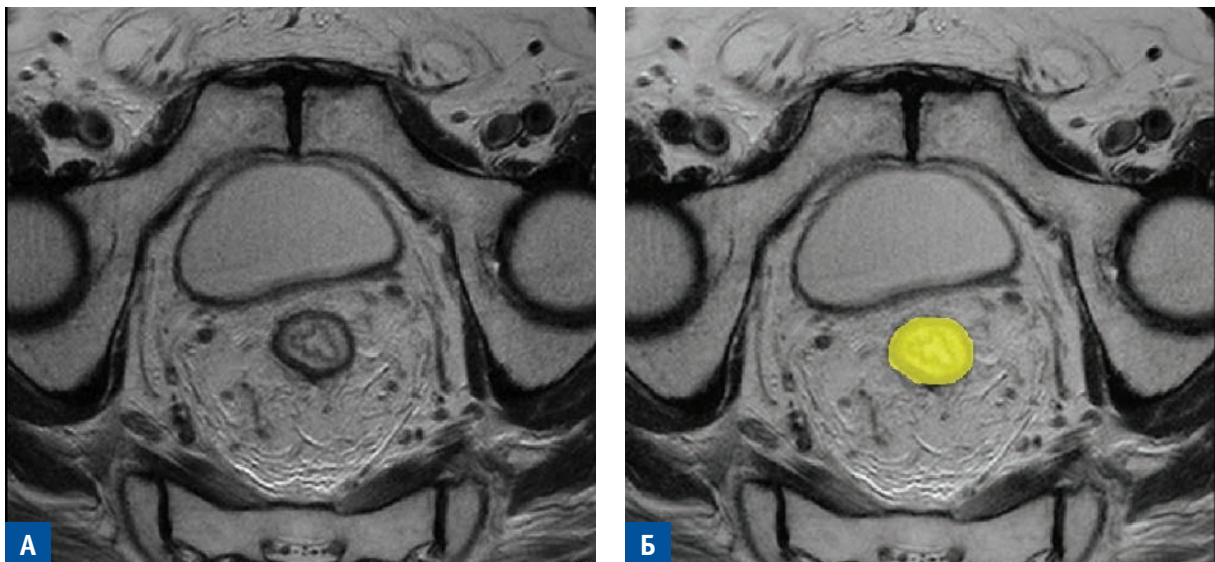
МРТ малого таза, T2-ВИ аксиальная проекция. А — прямая кишки без разметки. Б — прямая кишка с разметкой рентгенолога
